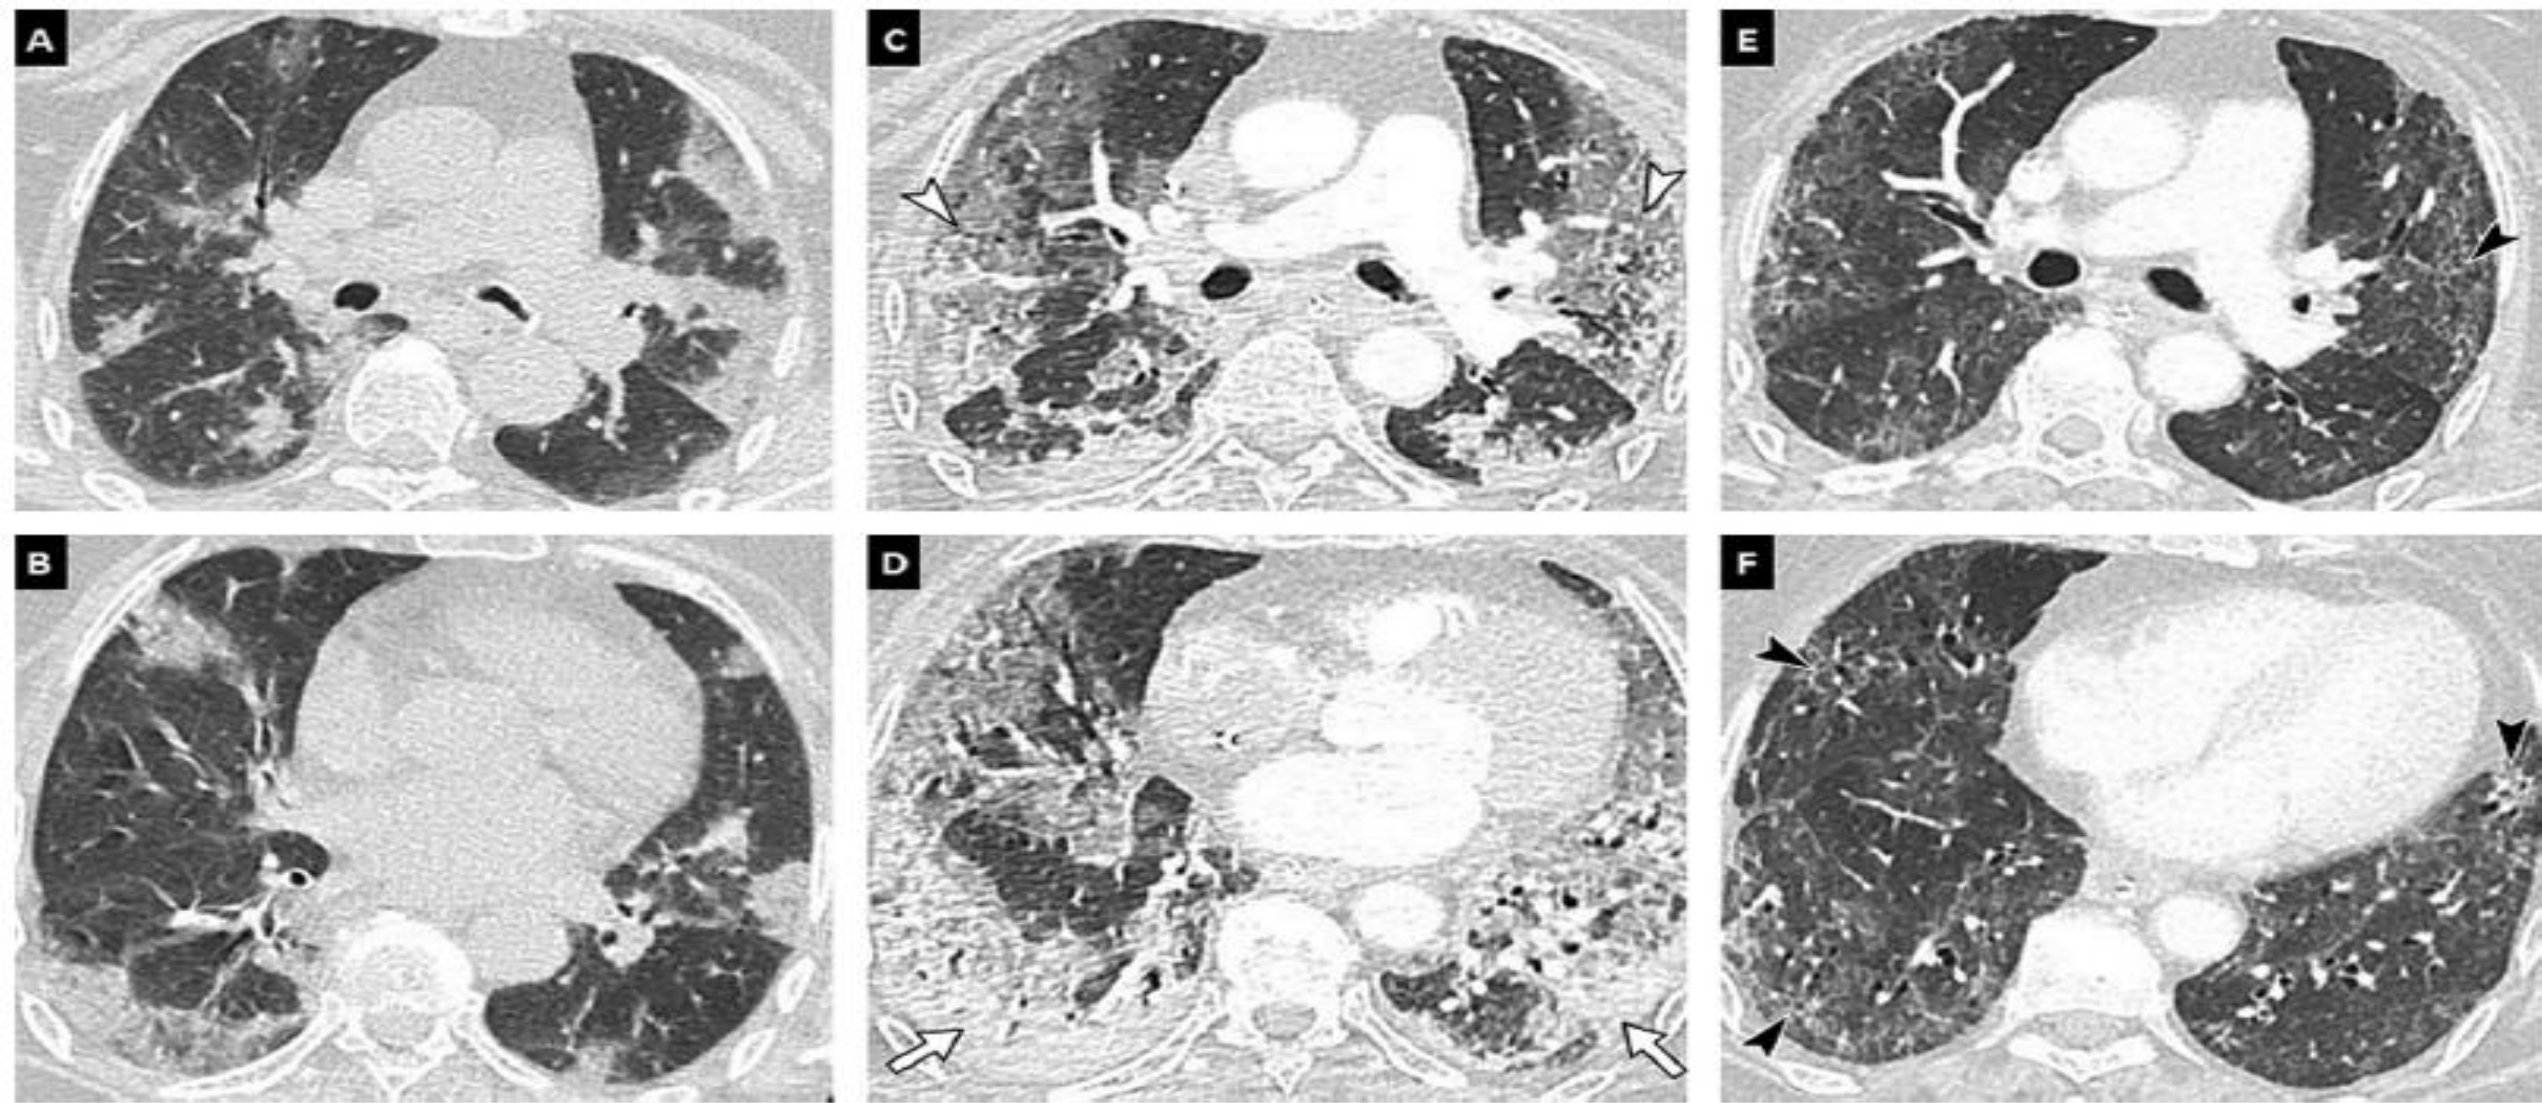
78-year-old woman with COVID-19 pneumonia. (A, B) Initial unenhanced chest CT image in the axial plane (lung window: W1600/L-500 HU) shows bilateral and peripheral areas of ground-glass and consolidation. (C, D) Follow-up contrast-enhanced CT images performed 13 days later to rule out pulmonary embolism reveal progression in extent and in density of pulmonary lesions with a crazy paving pattern (white arrowheads) and consolidation areas (arrows). (E, F) Contrast-enhanced CT images obtained 28 days after the onset of symptoms show partial regression of consolidation areas but persistence of fibrotic streaks (black arrowheads) with architectural distortion.
